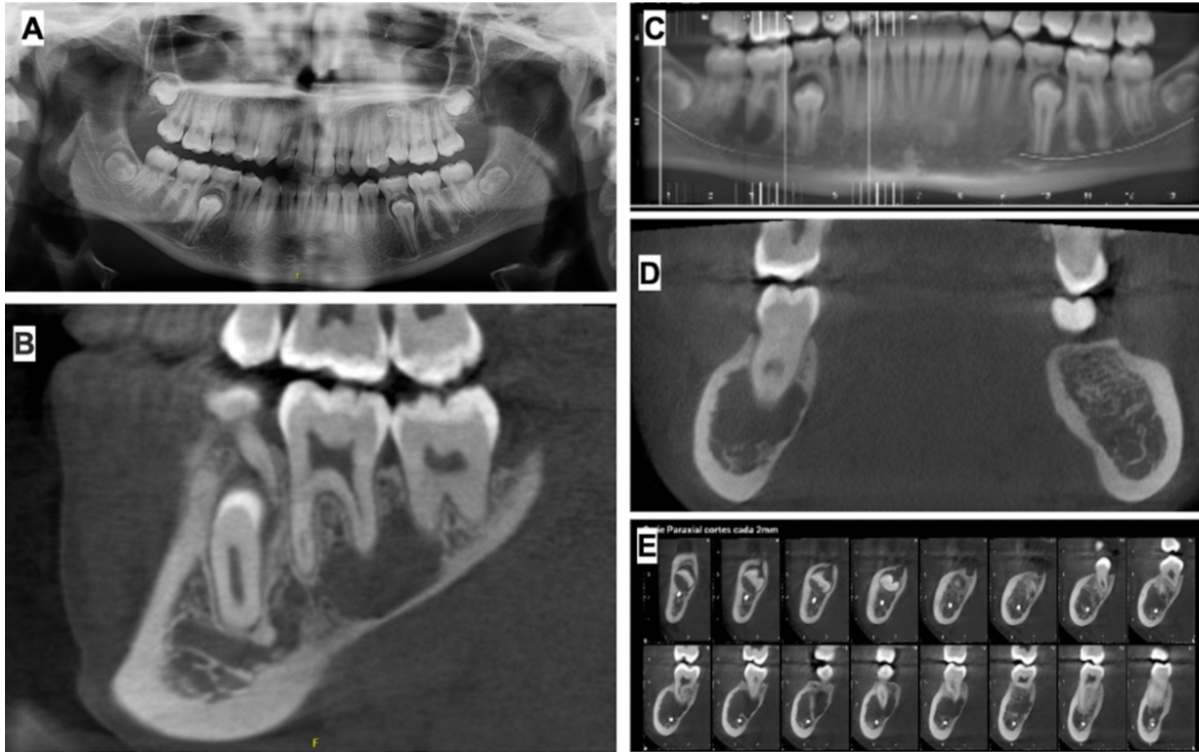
A) Radiografía panorámica de control muestra lesión radiolúcida en relación a diente 4.6 y 4.7. B) Corte Sagital de Cone Beam de cuerpo mandibular derecho, se observa lesión hipodensa, de límites bien definidos y aspecto oval en relación a diente 4.6 y 4.7 sin observar rizalipsis. C) Tomografía computarizada Cone Beam corte axial en la cual se observa en mayor detalle una lesión radiolúcida en relación a diente 4.6 y 4.7. D) Corte paraxial de Cone Beam mandibular, se observa lesión hipodensa en el cuerpo mandibular derecho, la cual ha adelgazado la pared lingual. E) Serie de cortes paraxiales cada 2 mm. Cone Beam, se observan límites y configuración de lesión osteolítica en relación a molares inferiores derechos.
